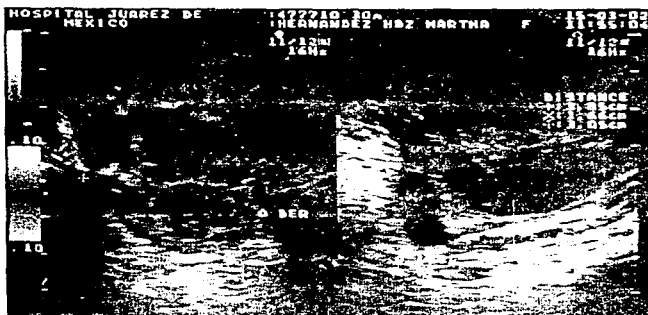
Caso II. Ultrasonido doppler transvaginal. 47 días posteriores a la aplicación de metotrexate.
